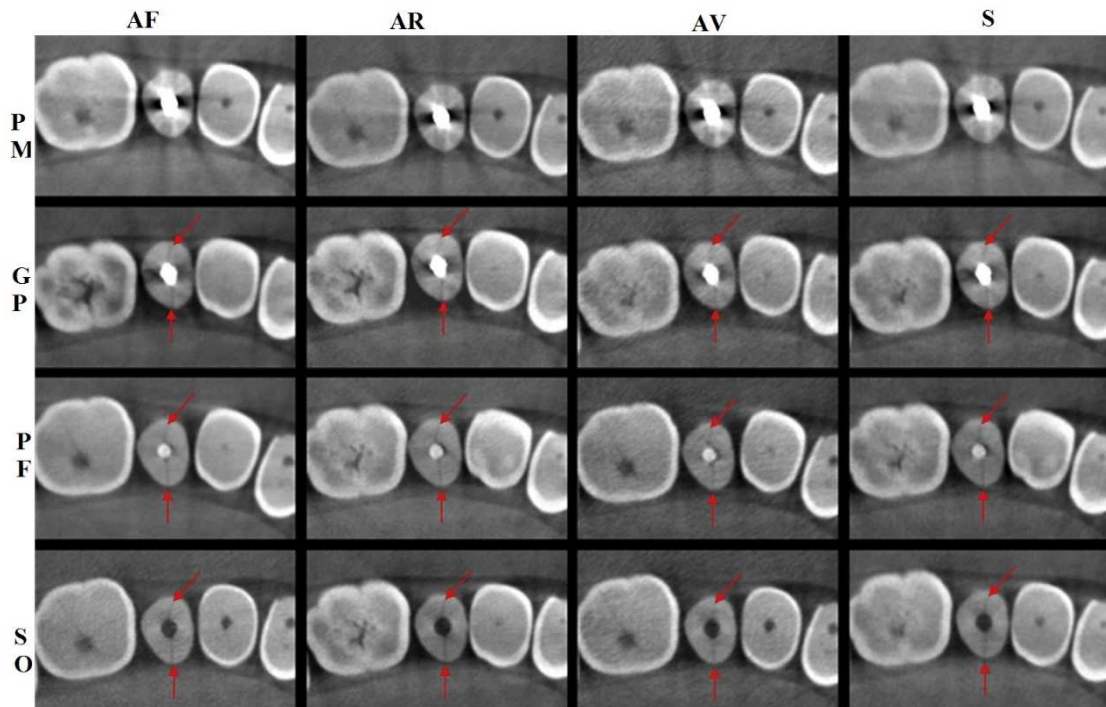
CBCT em canais com diferentes preenchimentos e resoluções espaciais
